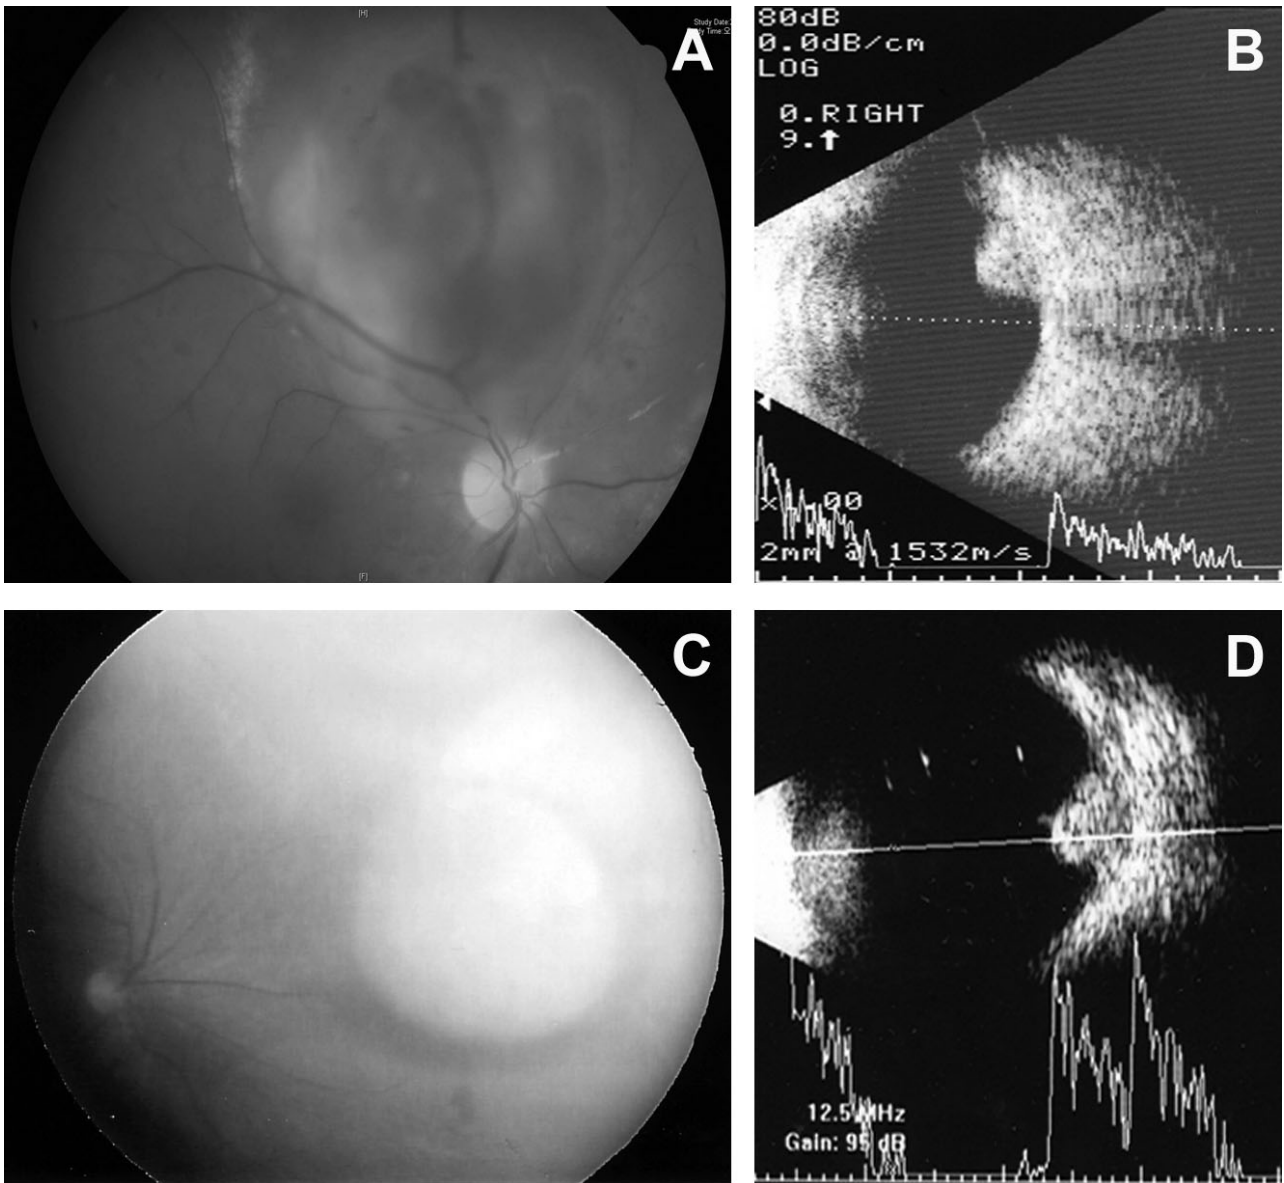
(A) A 79-year-old female. Darkly pigmented, medium-sized juxtapapillary tumor is associated with exudative retinal detachment. (B) On B-scan ultrasonography, the tumor is dome-shaped with regular internal echogenicity. (C) A 49-year-old male. 'Collar-button', or mushroom-shaped subretinal tumor is a pathognomonic finding of uveal melanoma. (D) The tumor has low to medium internal reflectivity with typical sound attenuation on A-scan ultrasonography.
